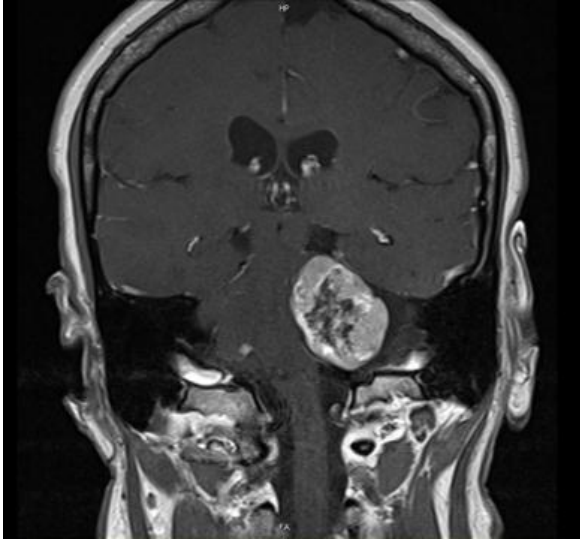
MRT mit KM T1 (Pat. Nr. 28 aus der Studie)
